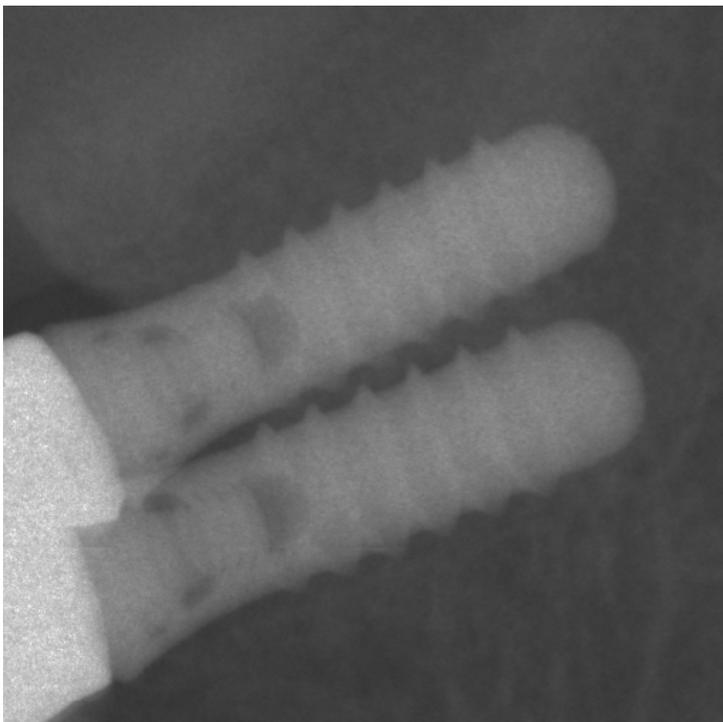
Kontakttröntgenaufnahme zur Implantatherstellerbestimmung (Straumann Implantate)
